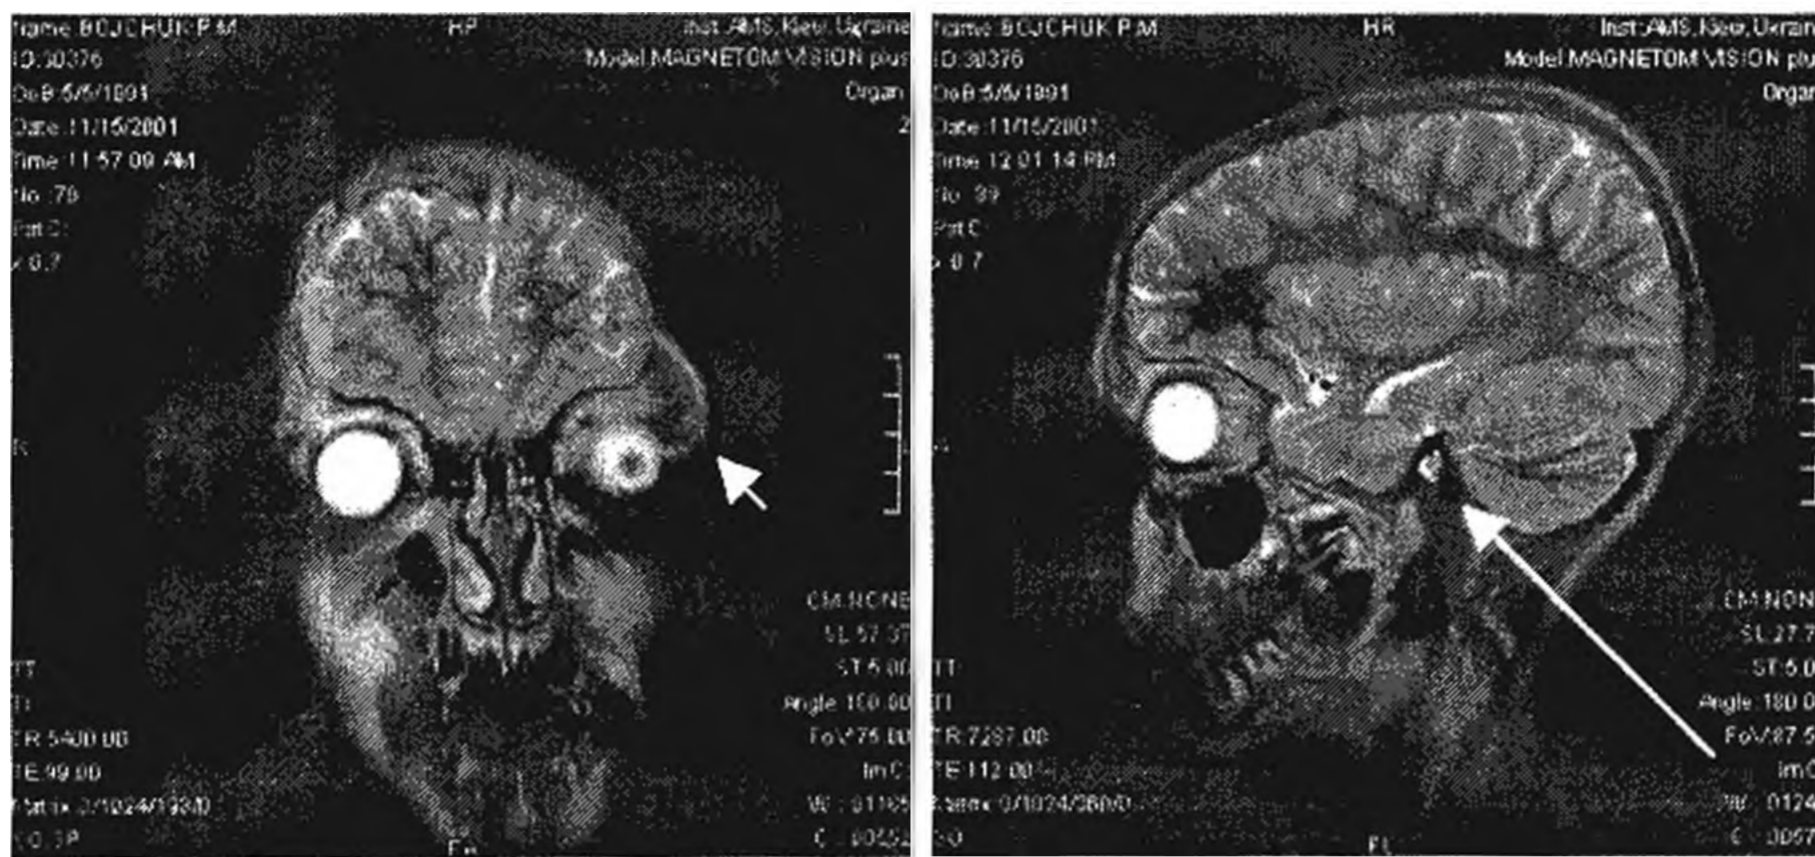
Спостереження 6. МРТ. Підшкірна фіброма у ділянці лівої надбрівної дуги (показано короткою стрілкою). розширення великої цистерни мозку (показано довгою стрілкою).
